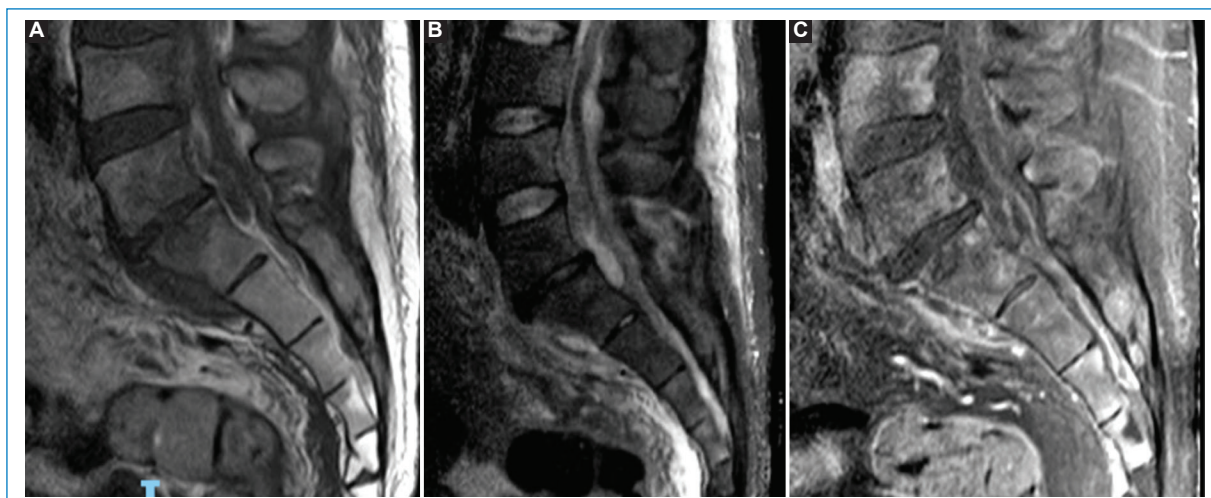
Espondilitis tuberculosa en un hombre de 55 años. En la RM en secuencias sagitales ponderadas en T1 sin contraste (A) y STIR (B) se observan una disminución de altura del disco intervertebral L5-S1 y una colección epidural anterior y posterior. En secuencia T1 FS con contraste (C) se observa heterogeneidad de la colección líquida epidural que comprime el canal espinal desde L5 hasta S2.
